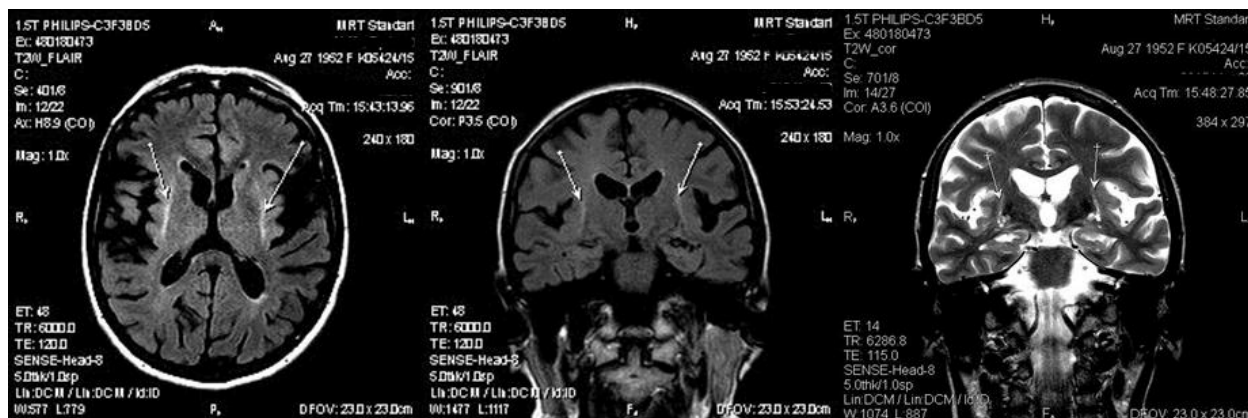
Результаты МРТ пациентки Н.: Снижение интенсивности сигнала от скорлупы с гиперинтенсивной полоской по краю скорлупы на аксиальном и коронарном T2-FLAIR и коронарном T2-взвешенном изображениях (что характерно для стриатонигрального варианта мультисистемной атрофии).
